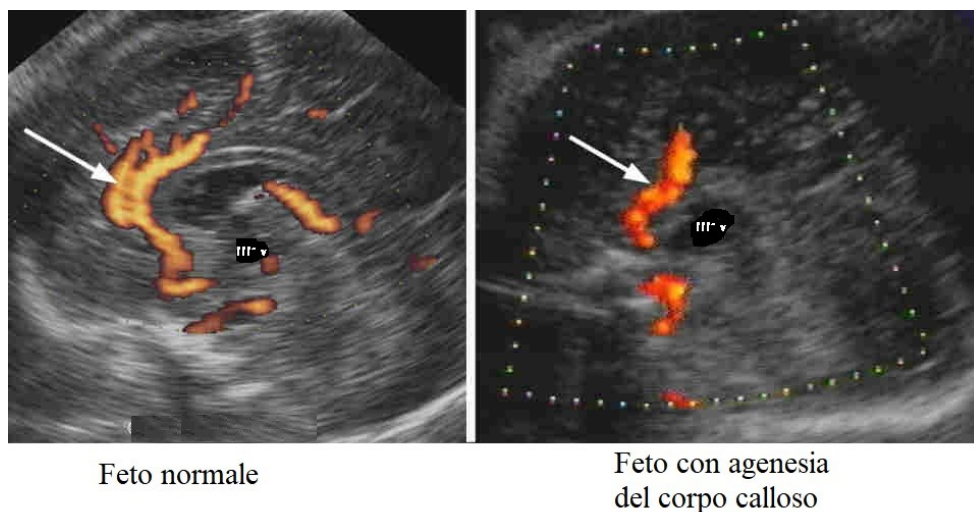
indicata dalla freccia si può vedere l'arteria pericallosa risaltata dalla tecnica color doppler. Come è possibile osservare, a sinistra si riscontra una corretta irrorazione della zona cerebrale mentre a destra, a causa di un mancato sviluppo completo del corpo calloso, essa non riesce ad apportare appieno il fabbisogno ematico.
